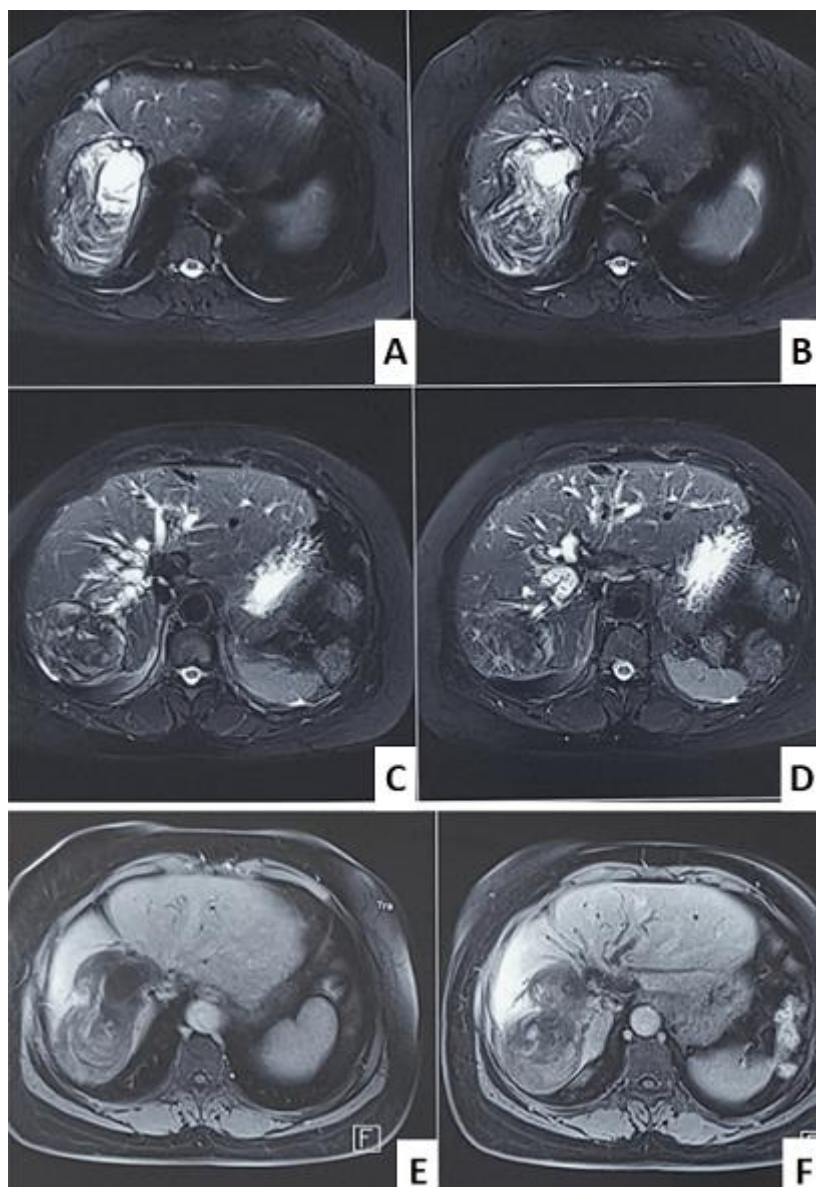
coupe axiale de la Bili-IRM en séquences pondérées en T2 avec saturation du signal de la graisse (A, B, C et D), montrant une masse solido-kystique au segment VII associée à une dilatation des voies biliaires intra-hépatiques, (E et F) absence de rehaussement après injection de produit de contraste
